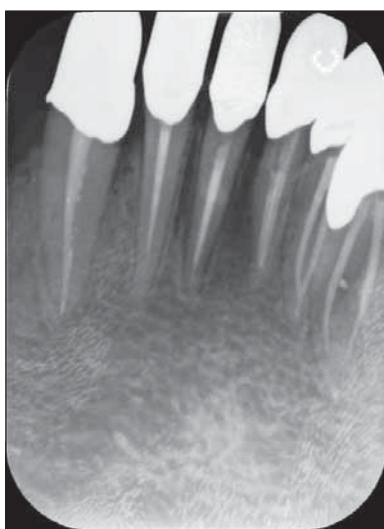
Radiografie de control postendodontic 14 ani după tratamentul dinților 32-42 și 6 ani după tratamentul endodontic al dinților 33 și 43.
